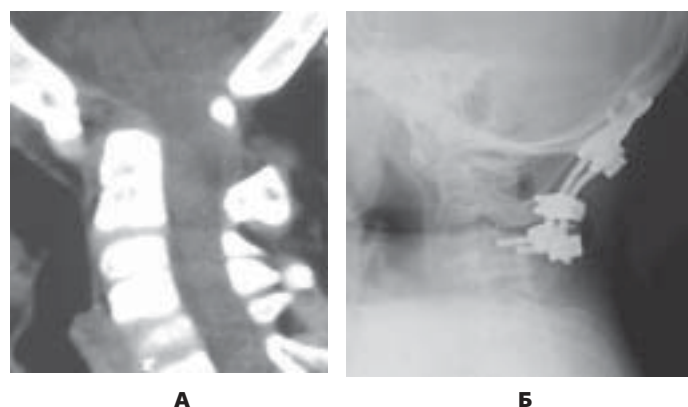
Компьютерная томограмма краниоцервикального отдела позвоночника ребенка 12 лет. Стенозирующий порок развития.
